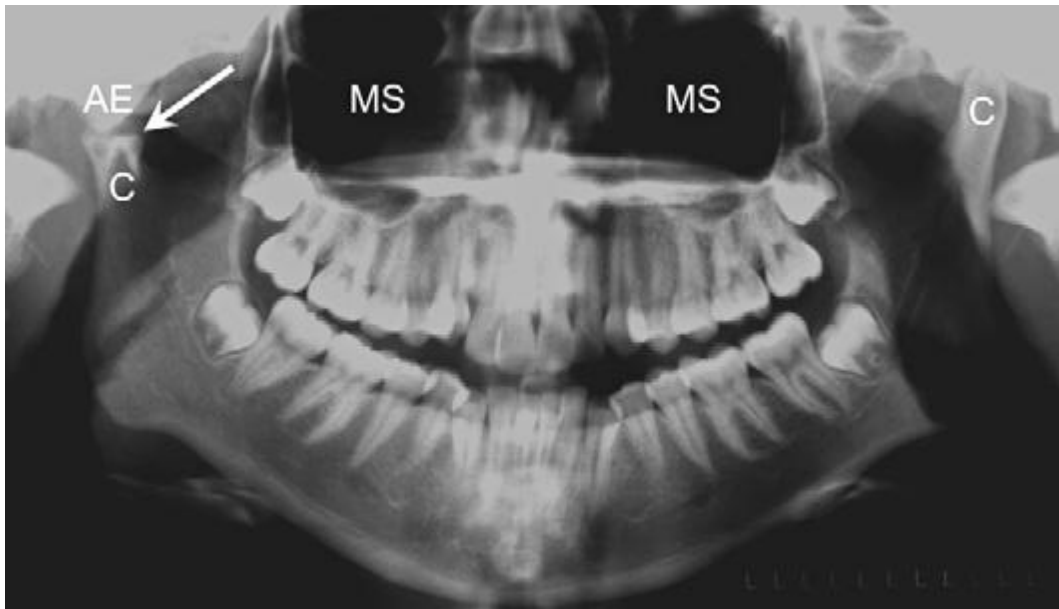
Radiografia panorâmica. A seta branca indica alterações degenerativas do côndilo direito. AE, eminência articular; C, côndilo; MS, seio maxilar.
